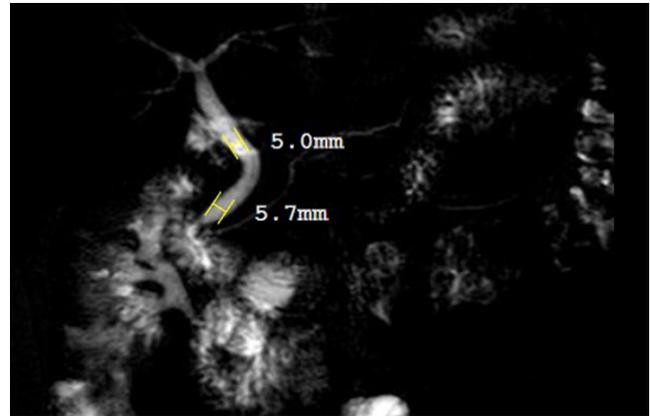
Colangiografía por resonancia.
